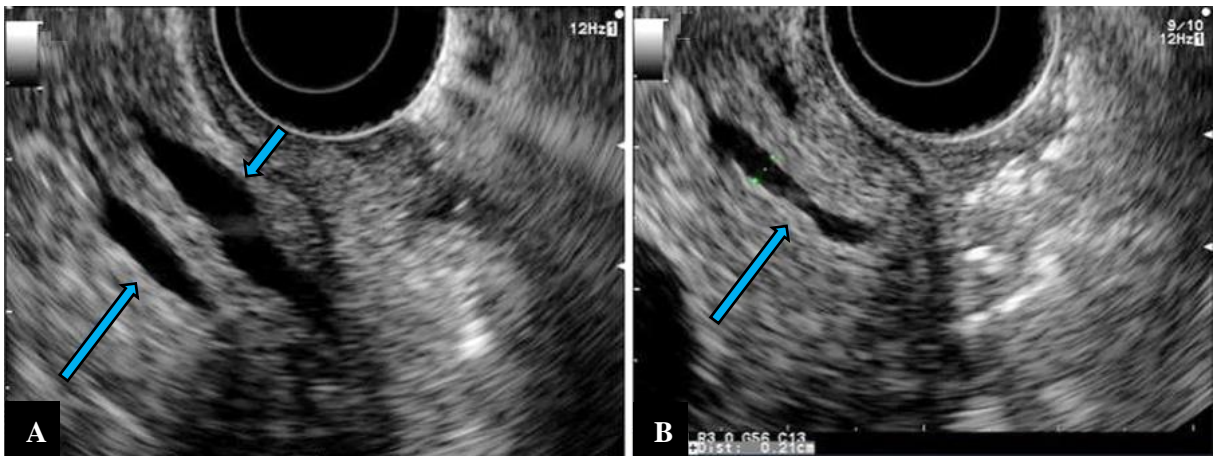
(A) Image d'échographie endoscopique normale de la tête pancréatique à l'aide d'une sonde radiale trans-duodénale montrant le cholédoque (flèche courte) et le CPP (flèche longue) convergeant près de l'ampoule de Vater. (B) Image de la tête pancréatique se concentrant sur le CPP qui est de taille normale (65).
